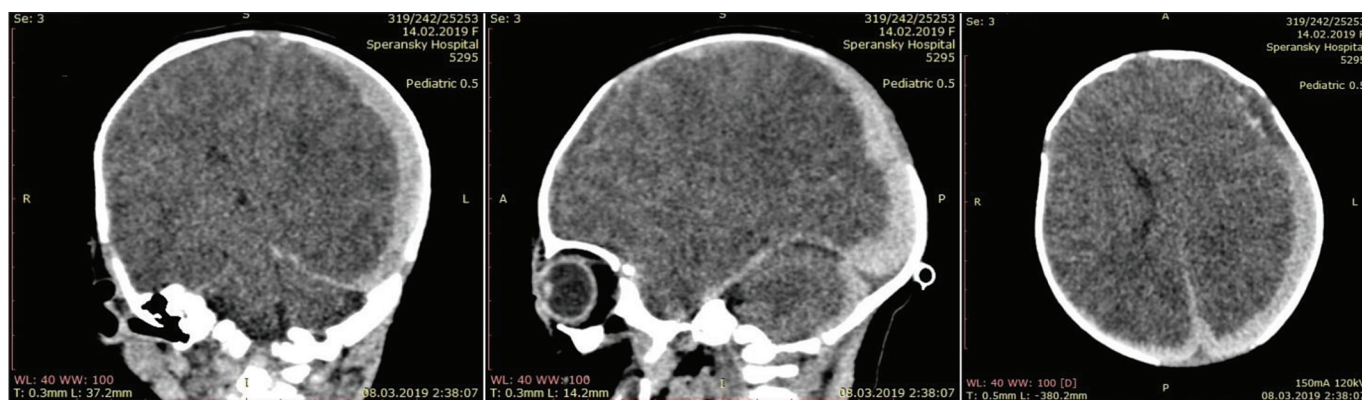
КТ головы: острая оболочечная гематома левой гемисферы.
